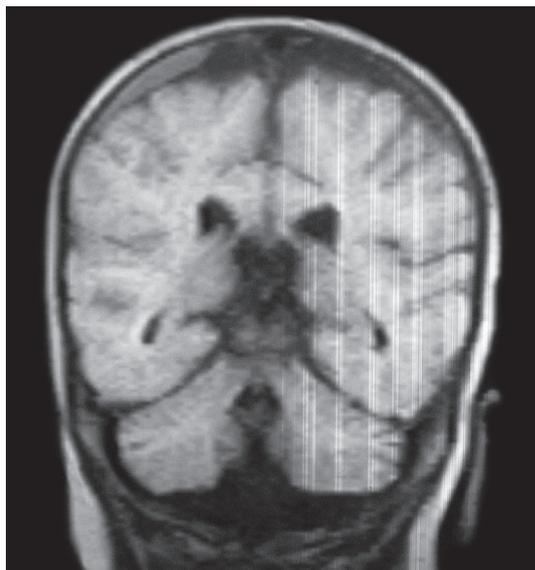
Признаки конвексительной субдуральной хронической гематомы лобно-теменной области справа на МРТ головного мозга пациента Б.Т.
